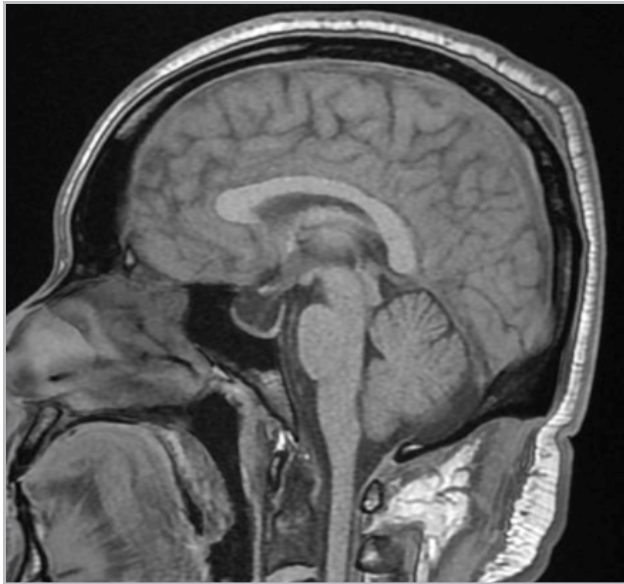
Resonancia magnética cerebral con secuencia T1 corte sagital, en la cual se visualiza una silla turca vacía.
